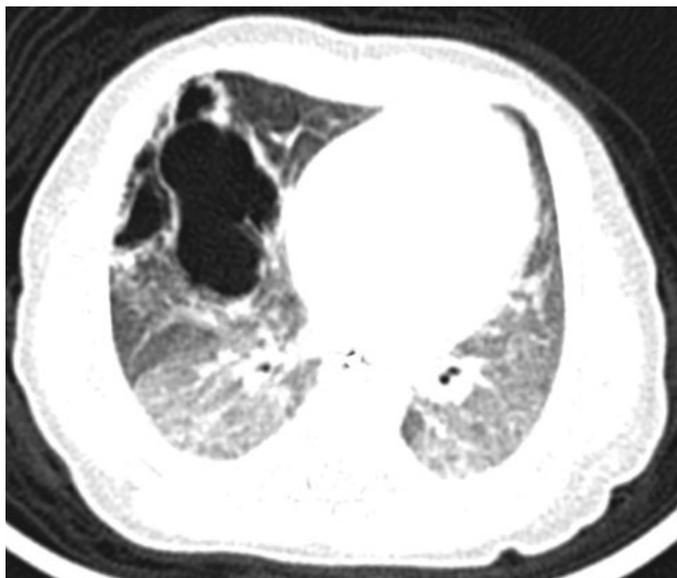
Кистозная гипоплазия легкого, КТ ОГП.
